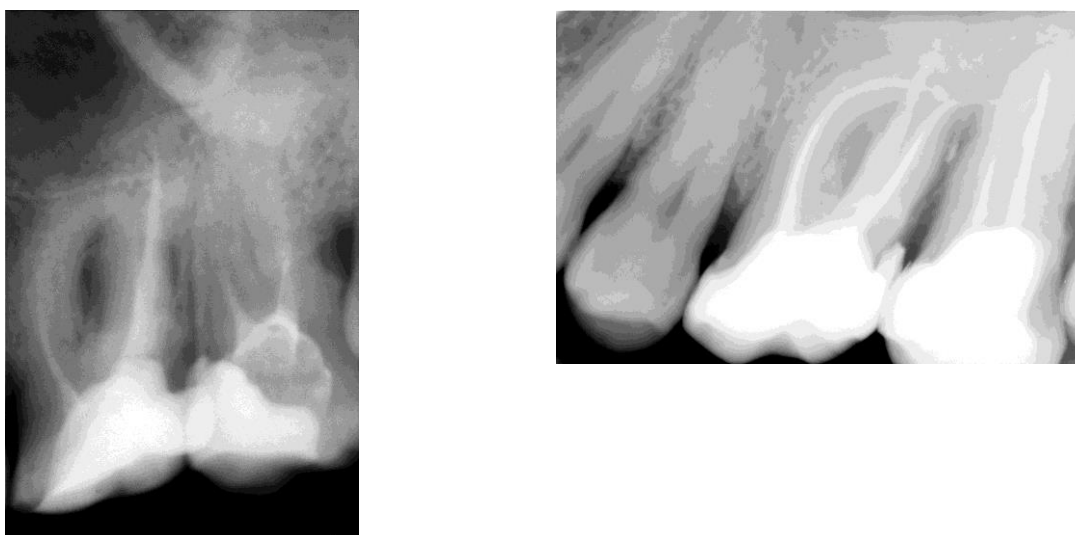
Рентгенологический снимок до лечения и после перелечивания с применением системы ПроТейпер Юниверсал (врач Савоста Н.И.)
